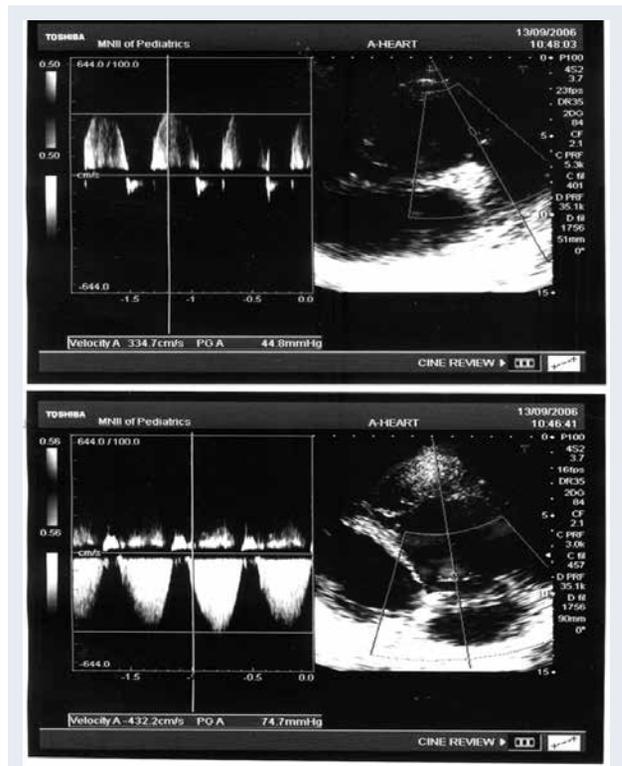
Допплерэхокардиография больной с первичной легочной гипертензией.
